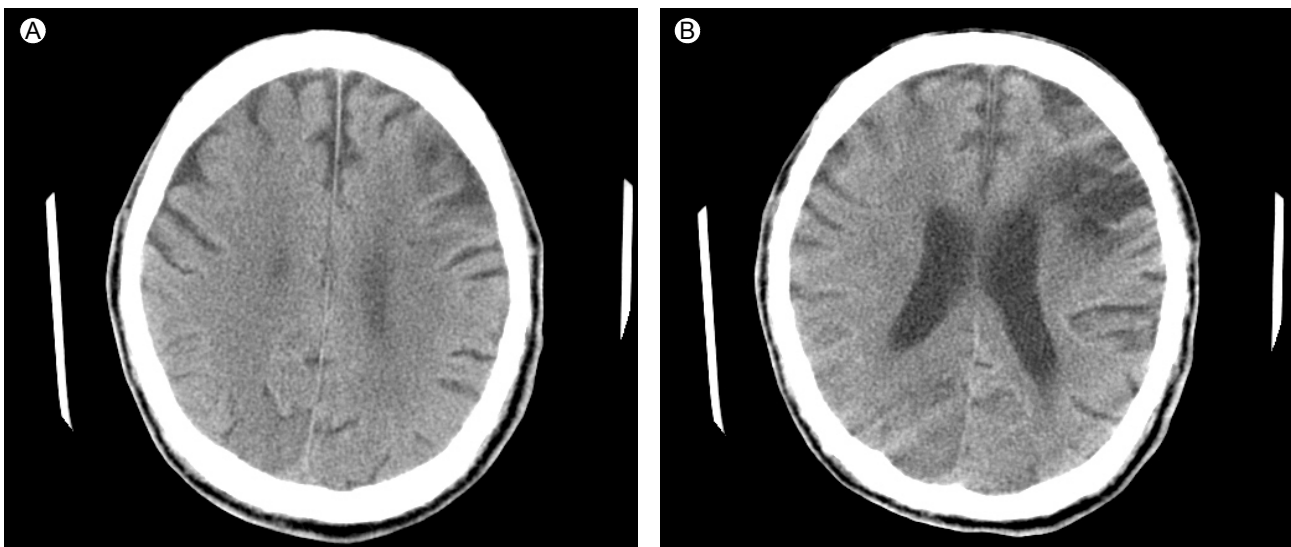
Axial CT scan of the head shows resolution of all venous air emboli.
